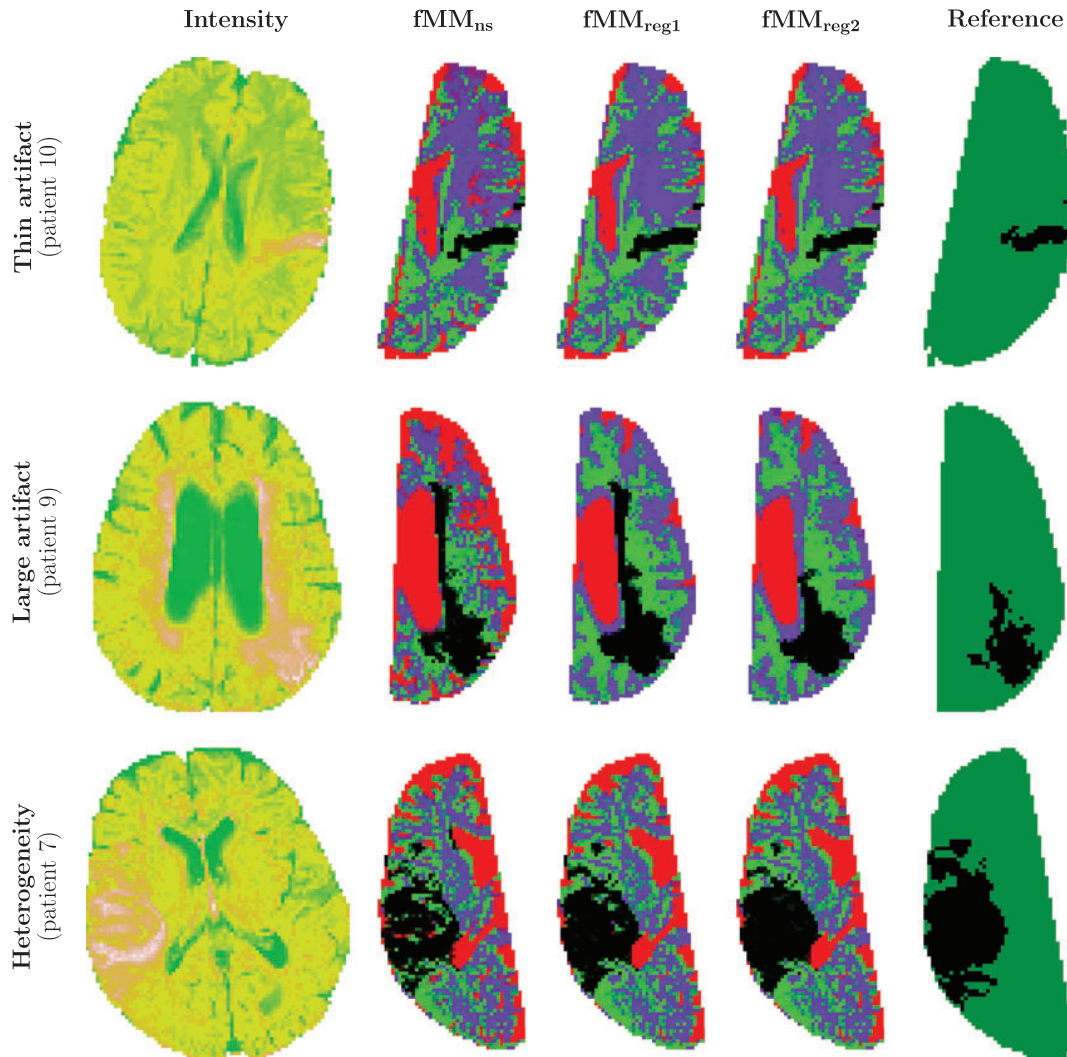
Results of the mixture models applied to Patients 7, 9, and 10. From left to right: T2 FLAIR cartography, estimated membership probability for the 3 mixture models [lesion in dark gray (CSF in red, WM in blue, GM in green, lesion in black for online)] and the corresponding physicians' mask [lesioned tissue in dark gray, healthy tissue in light gray (lesioned tissue in black, healthy tissue in green for online)].
